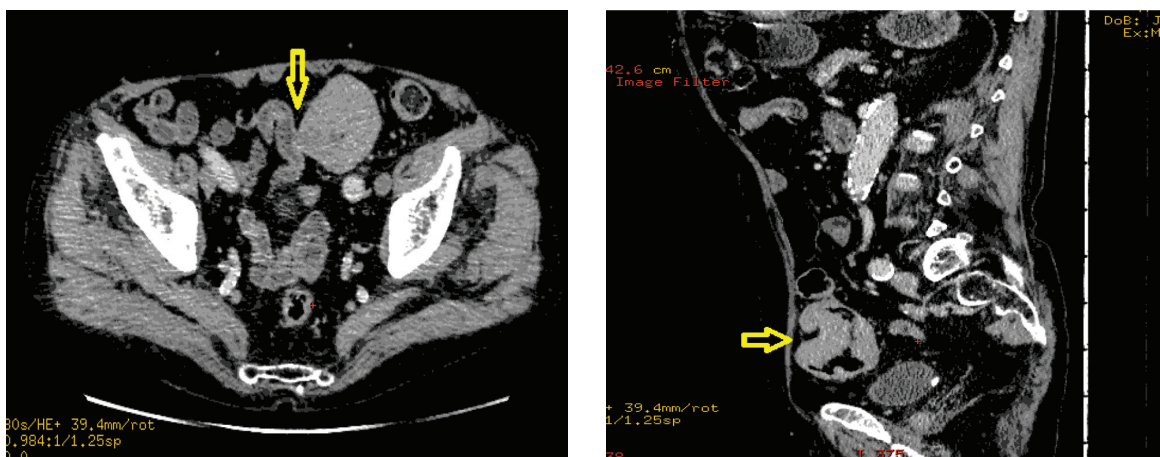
Спиральная компьютерная томография. Местнораспространенная опухоль сигмовидной кишки, осложненная перифокальным воспалением
